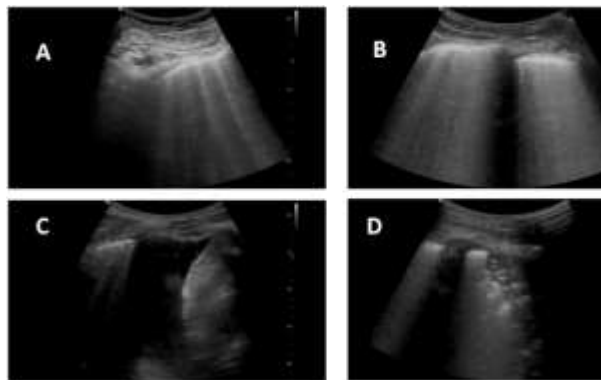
échographie pleuropulmonaire. A : lignes B non confluentes. B : confluence des lignes B, formant le signe du rideau. C : épanchement liquidien dans l'espace hépatorénal avec des lignes B sur le cul de sac pleural. D : image de consolidation pulmonaire péripleurale (correspondant au verre dépoli scanographique)
